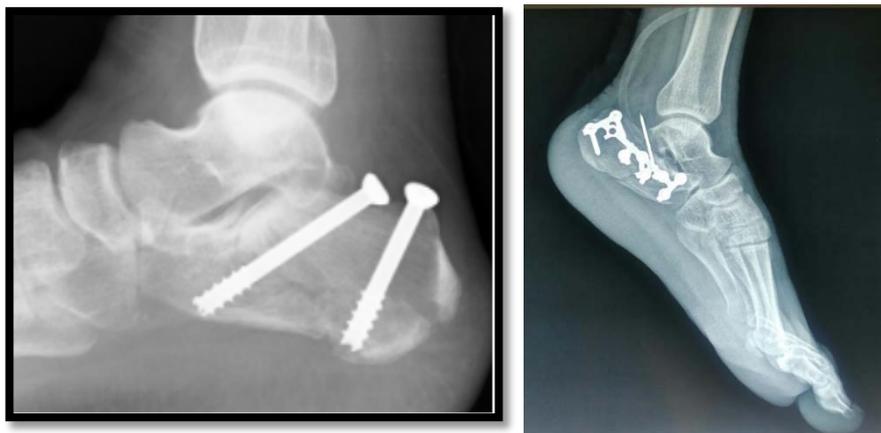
Radiographie de la cheville du profil montant Fracture du calcanéum traitée par vissage
